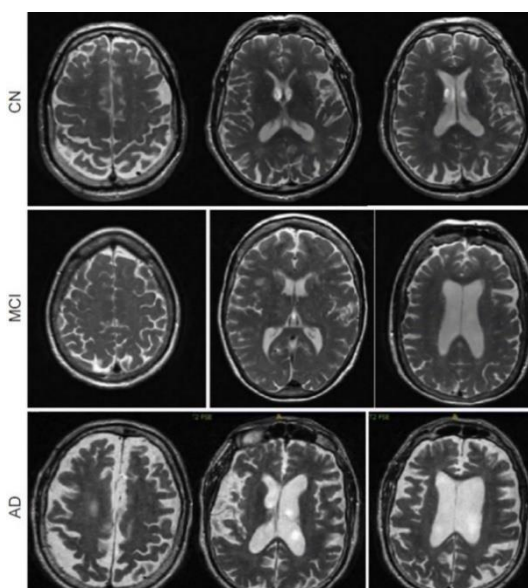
Imagens RM-T2W com evidência do aumento ventricular lateral no continuum da DA. Obtido de⁵⁴
